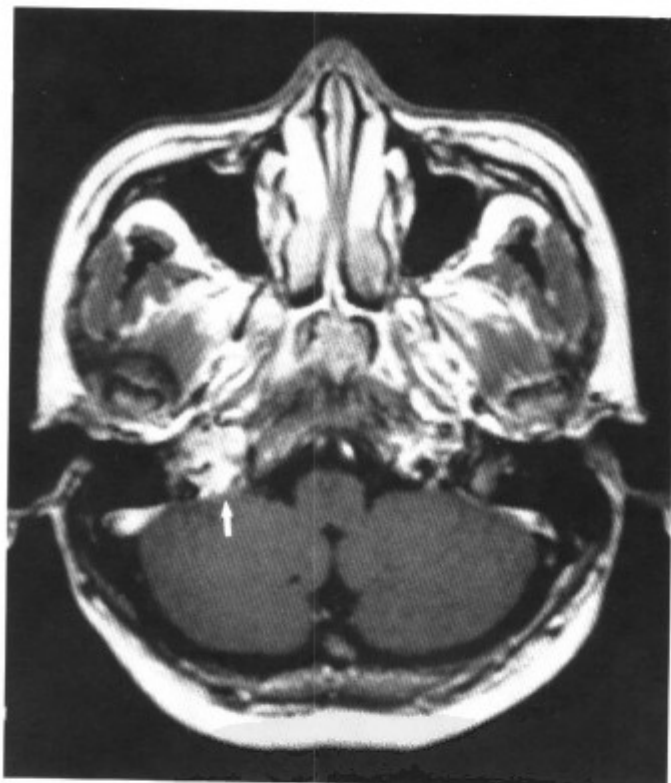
MRI-T₁WI 增强扫描，肿块强化明显（箭头）（同上病例）
